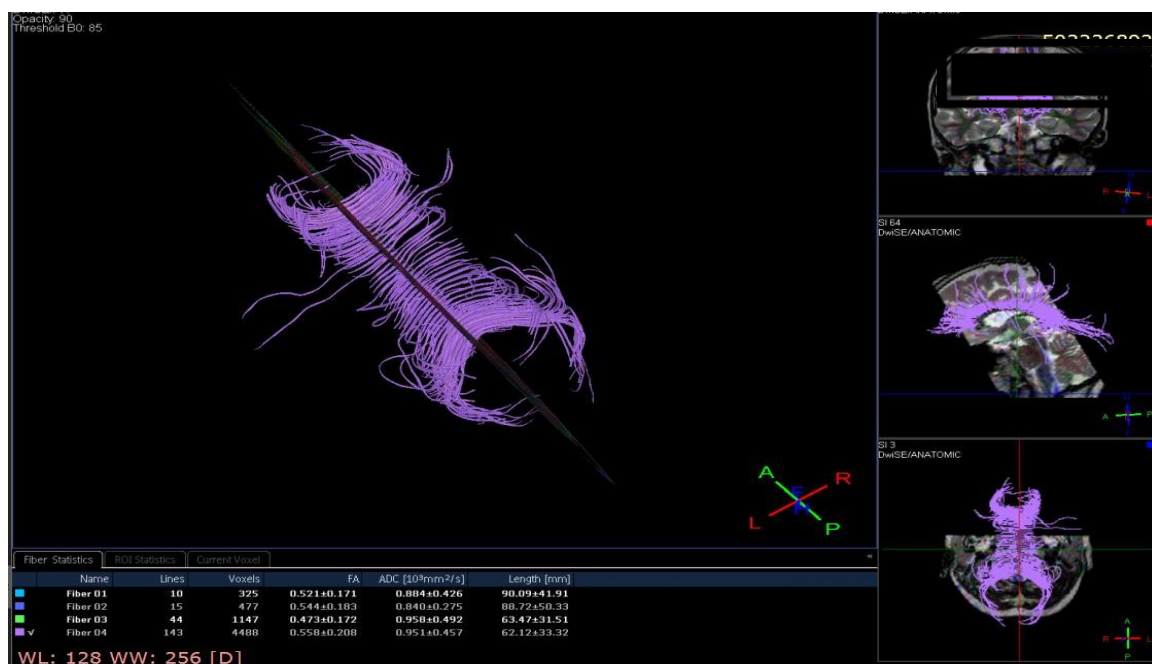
МРТ-трактография пациентки Г-ой, 11 лет, история болезни №1612-2016, с ФКД Па типа правой височной доли определяет в области структурных поражений правой височной доли снижение показателя фракционной анизотропии
